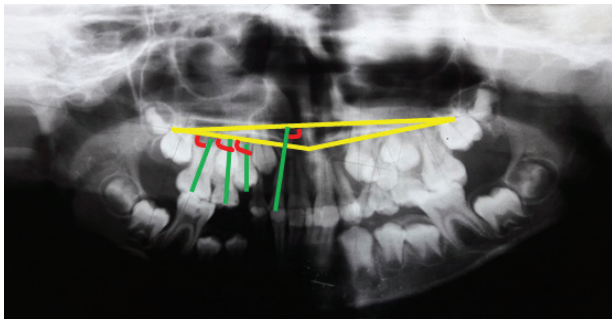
The orthopantomogram of the patient's jaws after unilateral early tooth loss 5.4
